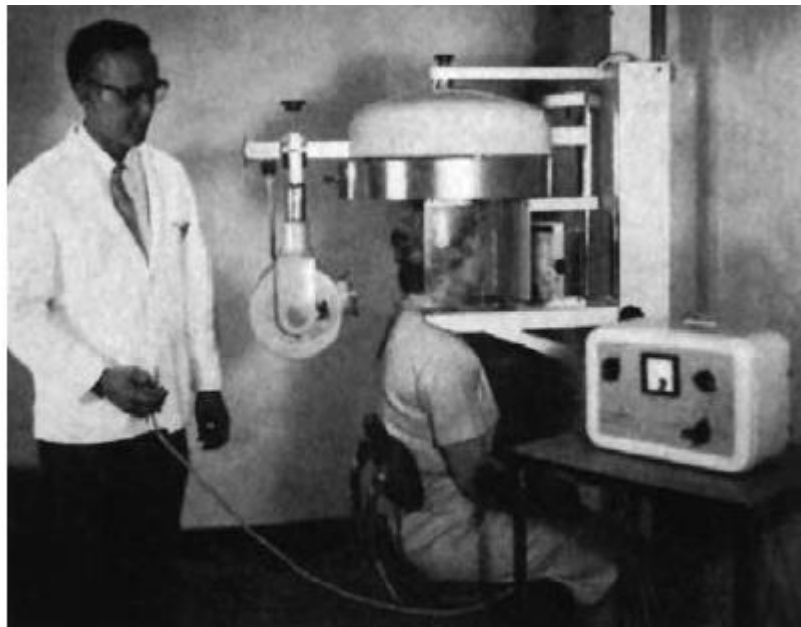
Primer ortopantomógrafo del Dr. Paatero.³
